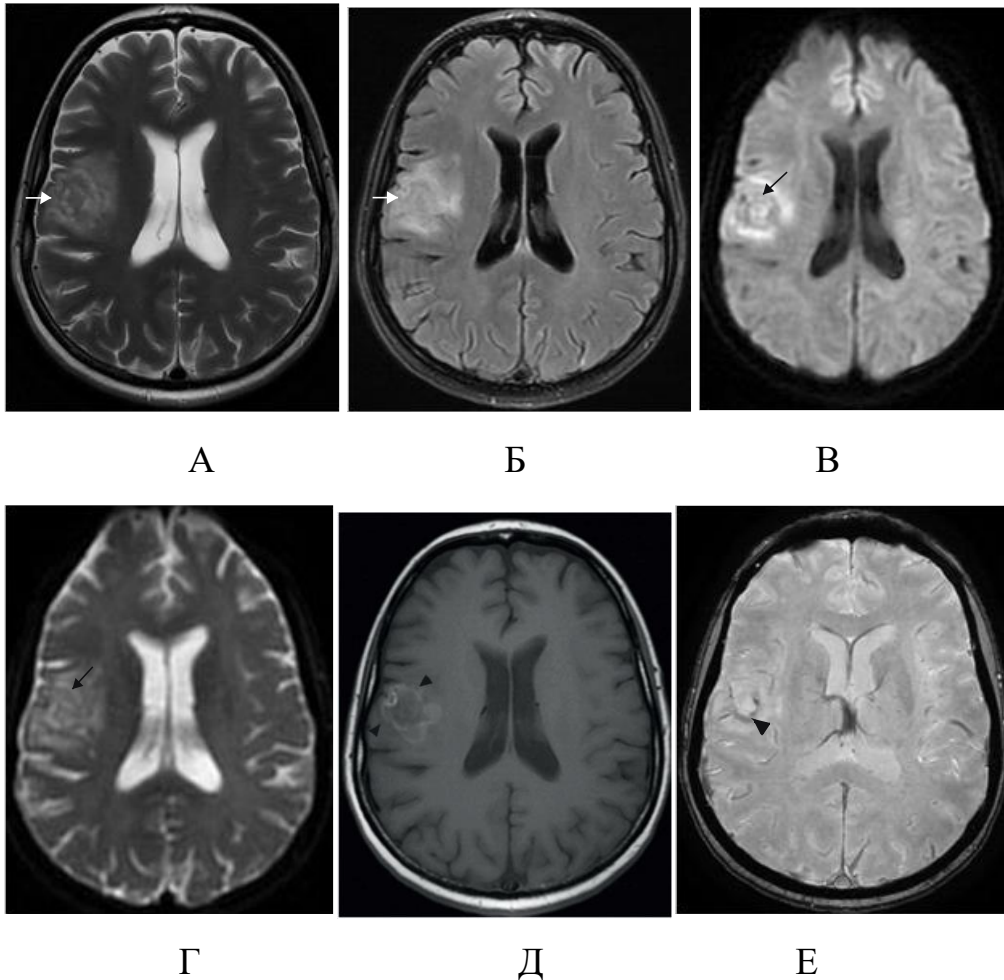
Пациент С., 37 лет (И/б 1313). Токсоплазмоз головного мозга. А — T2 ВИ; Б — T2 FLAIR; В – ДВИ, Г – ИКД, Д —T1 ВИ, Е - SWI демонстрируют очаговое поражение головного мозга с перифокальным отеком (белые стрелки), отсутствие ограничения диффузии в центральной части поражения (черные стрелки), с отложением продуктов деградации гемоглобина в структуре (головки стрелок)
